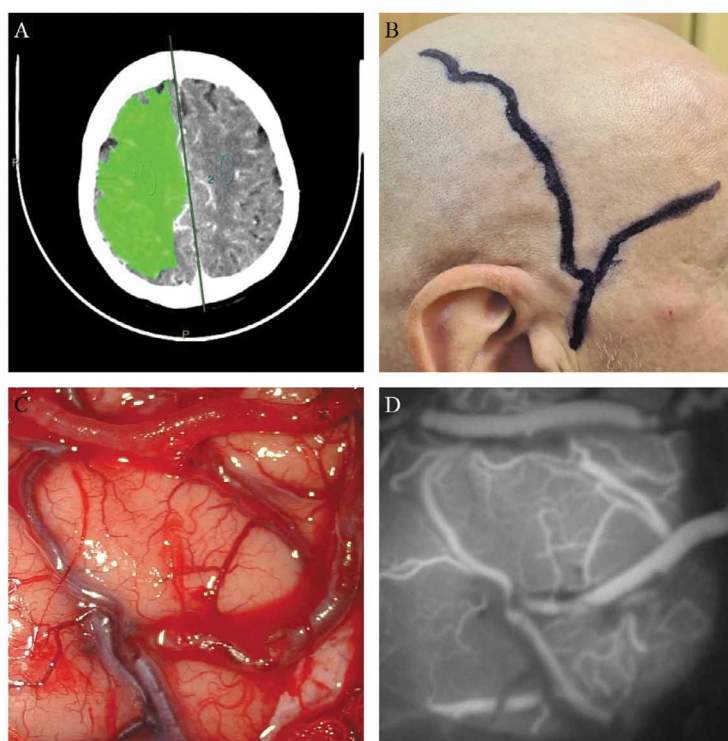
А — КТ-перфузия головного мозга демонстрирует выраженное снижение перфузионных показателей в правом полушарии. В — Ультразвуковая разметка донорских ветвей поверхностной височной артерии. С. — Двойной экстра-интракраниальный микроанастомоз. Интраоперационная фотография, D — Интраоперационная видеоангиография с индоцианином зеленым (ICG) демонстрирует функционирование обоих анастомозов.
